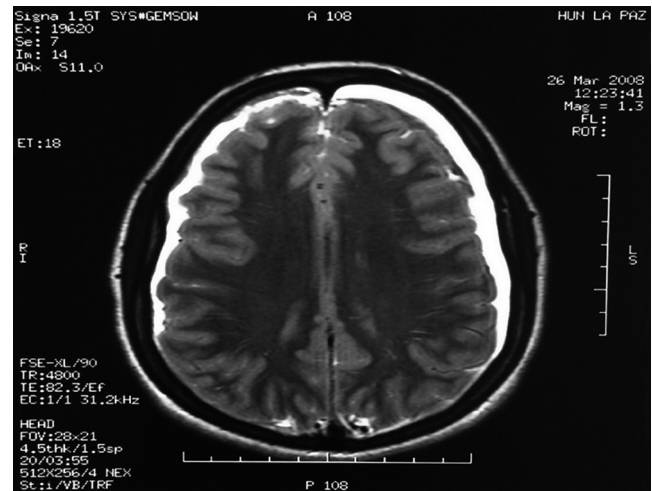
Corte axial de resonancia magnética cerebral en el que se aprecia hematoma subdural bilateral.
